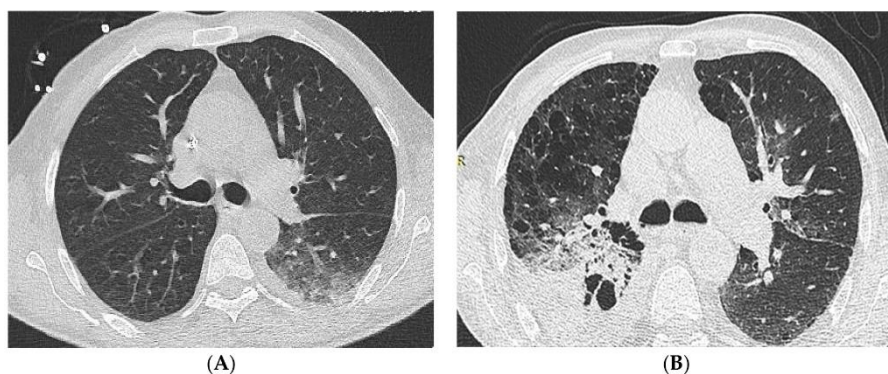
1.0 mm axial CT images demonstrating important pulmonary infection-specific findings i.e., Consolidation, Ground Glass Opacity, and Nodules (≥ 3 mm) on patients who presented with febrile neutropenia and underlying acute myeloid leukemia; (A): SDCCT SAFIRE™ S3 (Deff = 1.06 mSv; SNR = 6.49; CNR = 8.46) on 54 y.o. male (BMI:20); (B): LDCCT SAFIRE™ S3 (Deff = 0.74 mSv; SNR = 3.95; CNR = 4.07) on 77 y.o. male (BMI:21).
